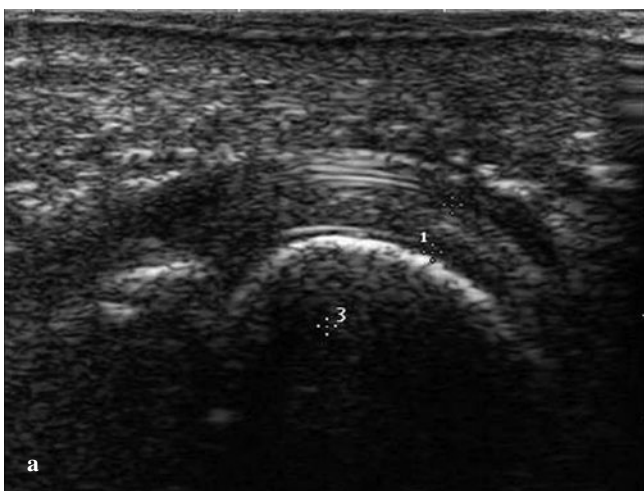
Scansione ecografica che dimostra una formazione a contenuto liquido con echi interni prominenti sul versante plantare tra le teste del 3° e 4° metatarso, immobile alla valutazione dinamica, compatibile con ganglio sinoviale. *b* Acquisizioni RM assiale T1 e coronale STIR confermano la presenza di formazione a contenuto fluido nel terzo spazio intermetatarsale.
